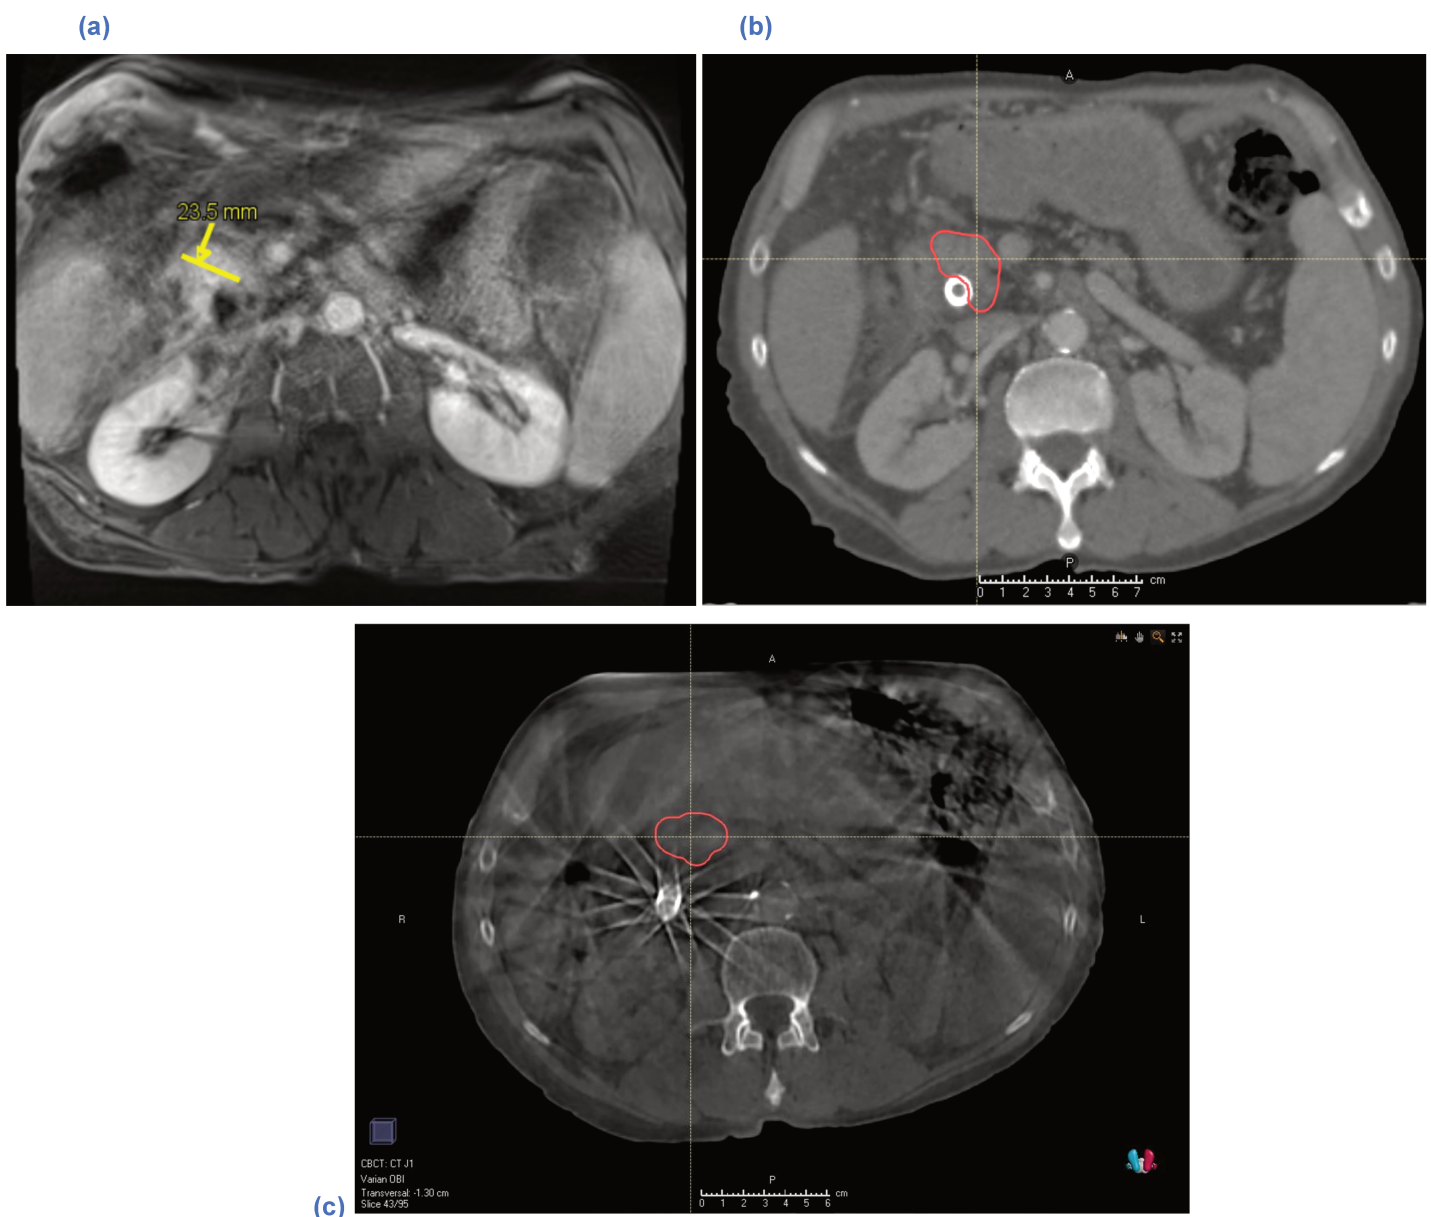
Imagerie pour une même tumeur pancréatique, (a) par IRM, (b) par scannographie, (c) par CBCT.
